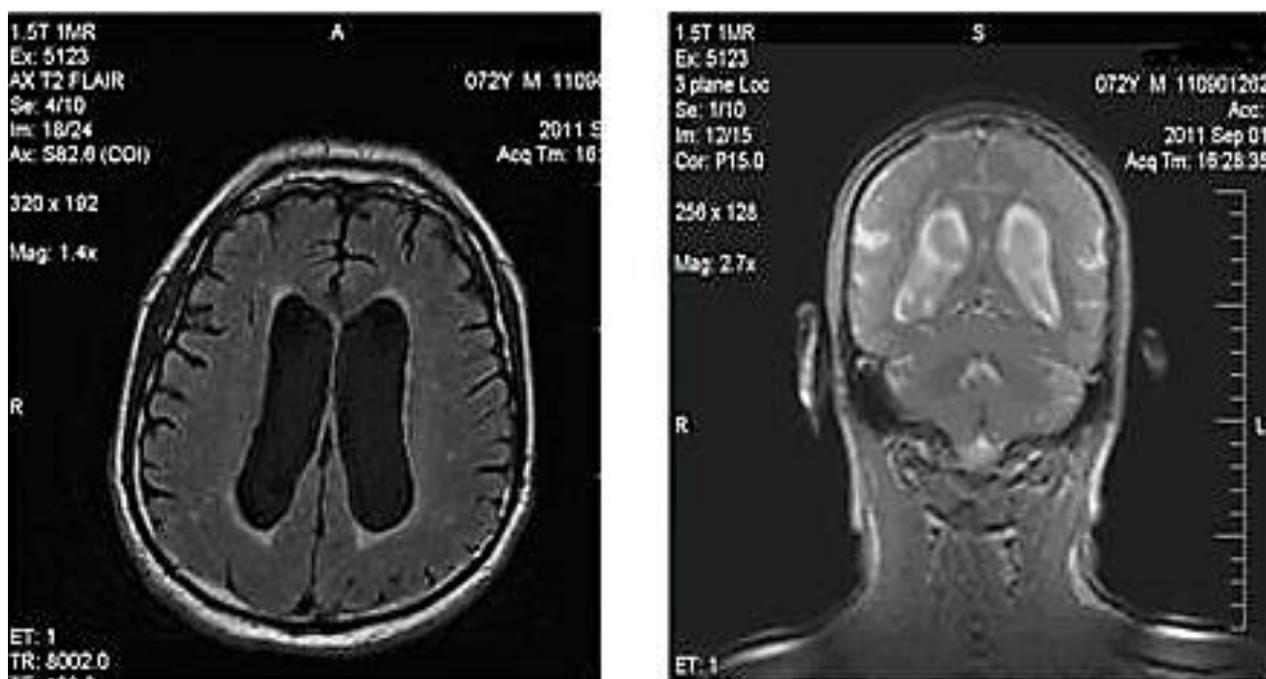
МРТ пациента с нормотензивной гидроцефалией
